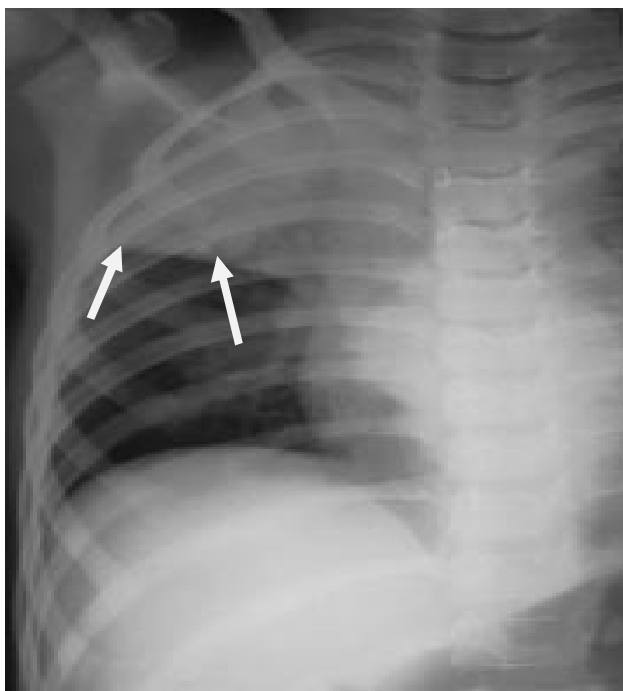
Aspect radiographique de face d'une pneumonie franche lobaire aiguë chez un adolescent avec opacité lobaire systématisée (flèche), limite scissurale nette et bronchogramme aérien .[88]
